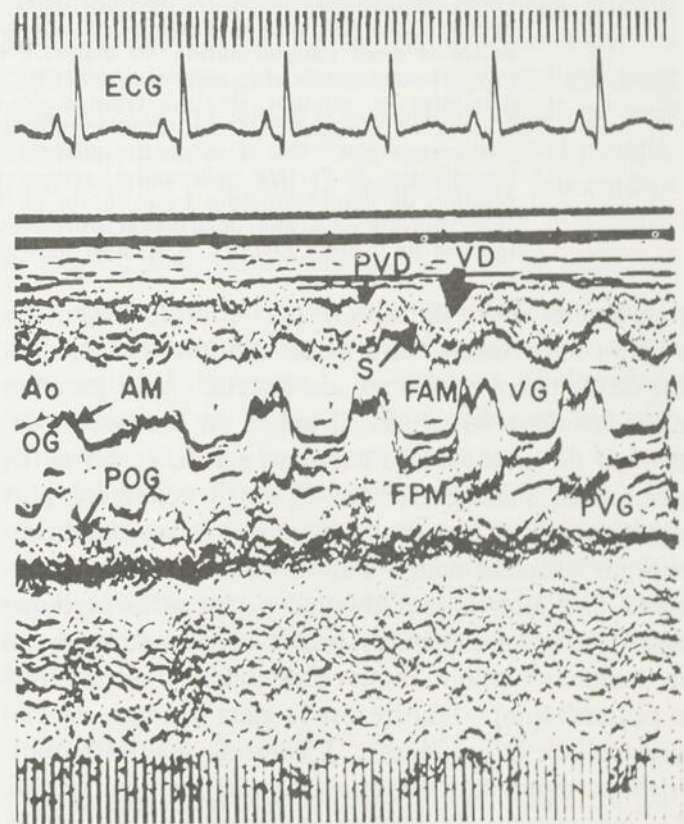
Echocardiogramme d'un nourrisson de 3 semaines, porteur d'une atrésie tricuspidiennne, démontrant la très petite cavité ventriculaire antérieure (flèche) et la grosse cavité ventriculaire (gauche) habitée par une valve A-V de grande amplitude. On devine une continuité mitro-aortique (sur la partie gauche de la figure). A noter le flutter diastolique mitral.
